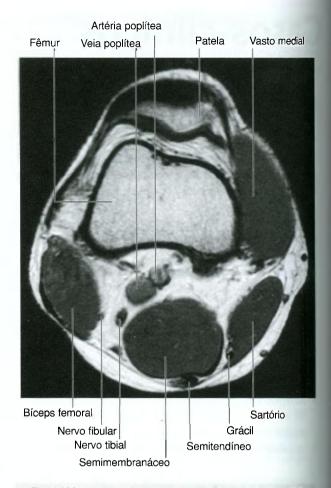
Fossa poplítea demonstrando a posição da artéria e da veia poplítea, além do nervo isquiático. Imagem de ressonância magnética ponderada em T1 no plano horizontal.
